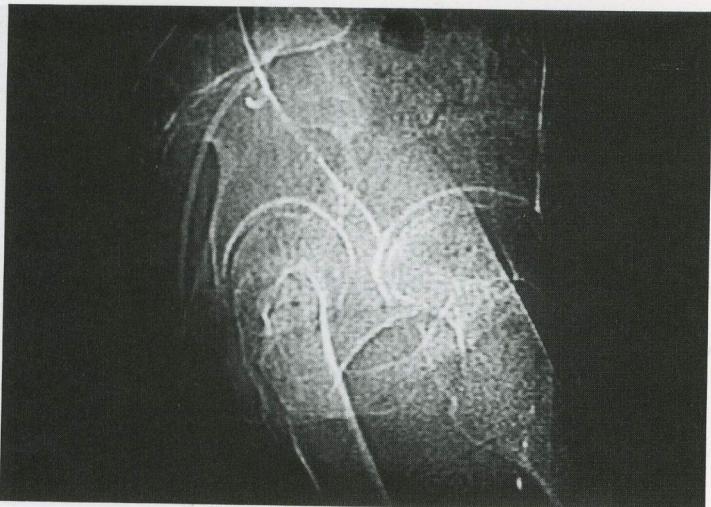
Lateral pelvic radiograph demonstrates drainage catheter in place after forming self-retaining loop.
